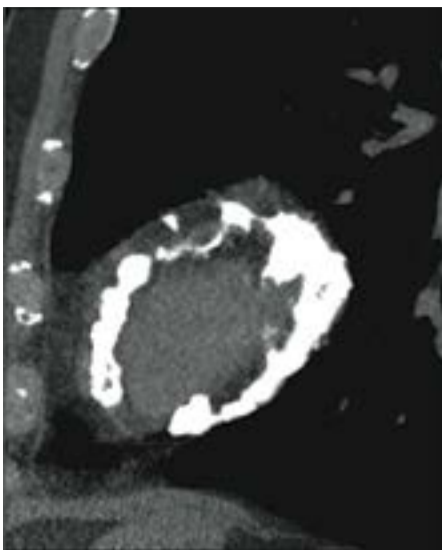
КТ-изображение сердца. Видны обызвествлённые листки перикарда
